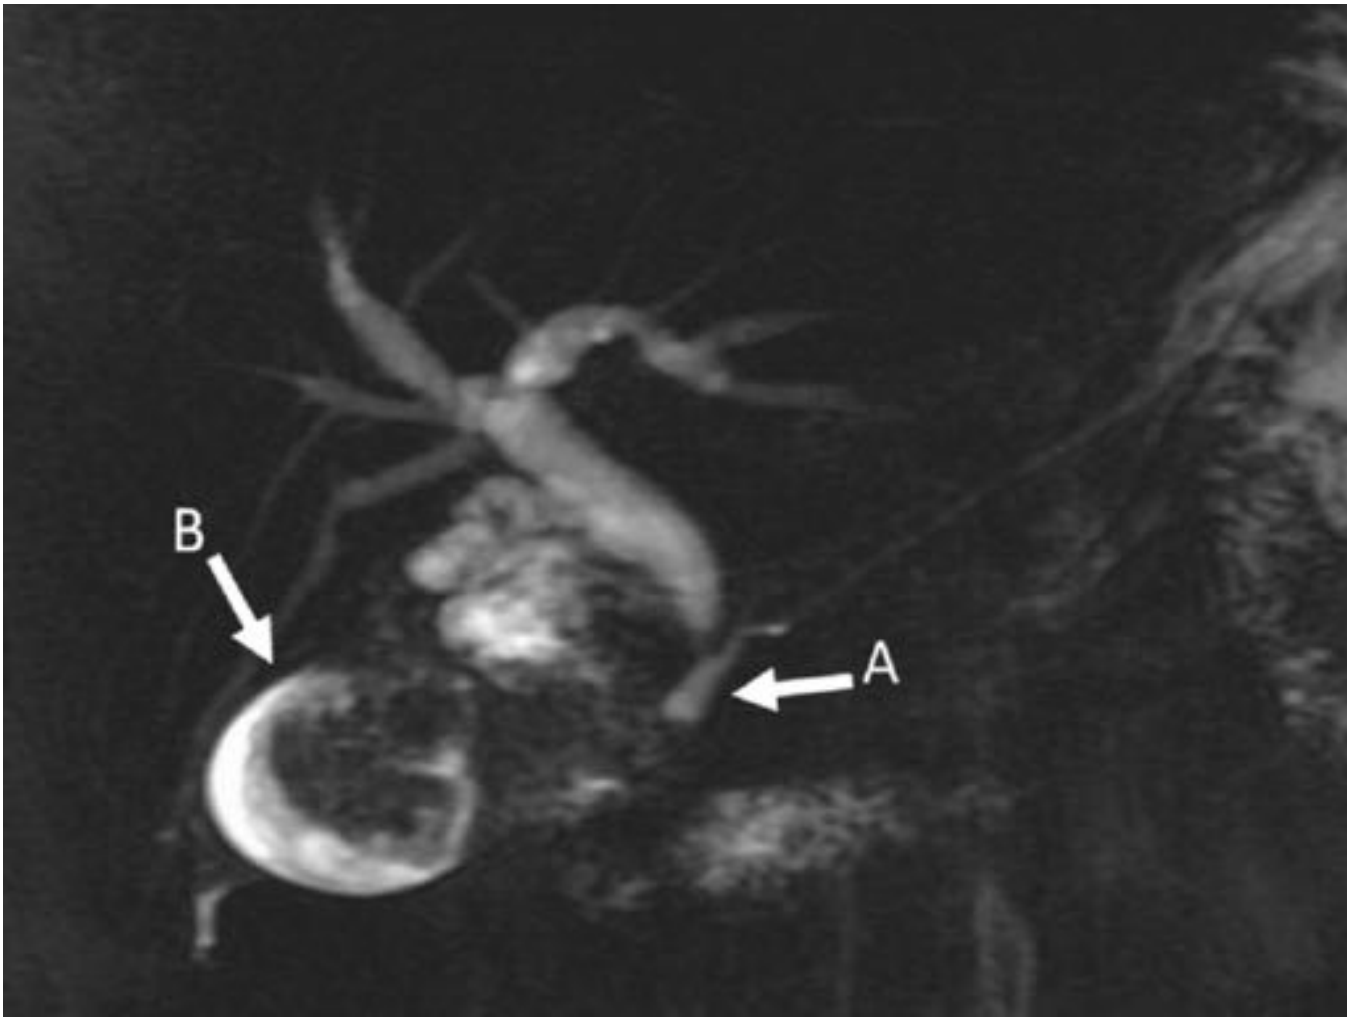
Imagen de Colangiografía RM. Anomalia de la unión pancreatobiliar que muestra un canal común largo >15mm (flecha A). Este paciente desarrolló un carcinoma de vesícula (flecha B), visualizado como un defecto de repleción en el interior de la vesícula.
